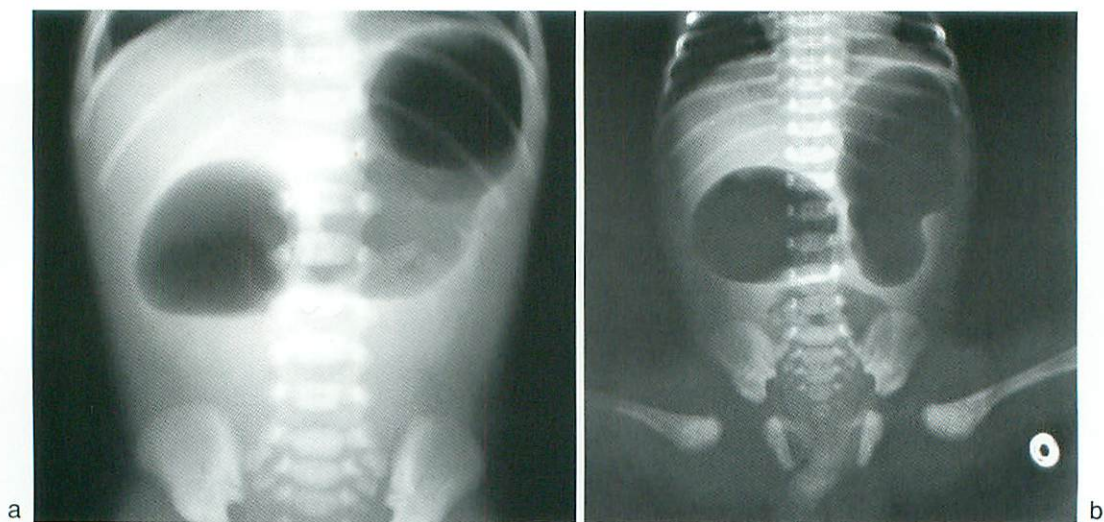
Abdominal plain radiograph of duodenal atresia.
